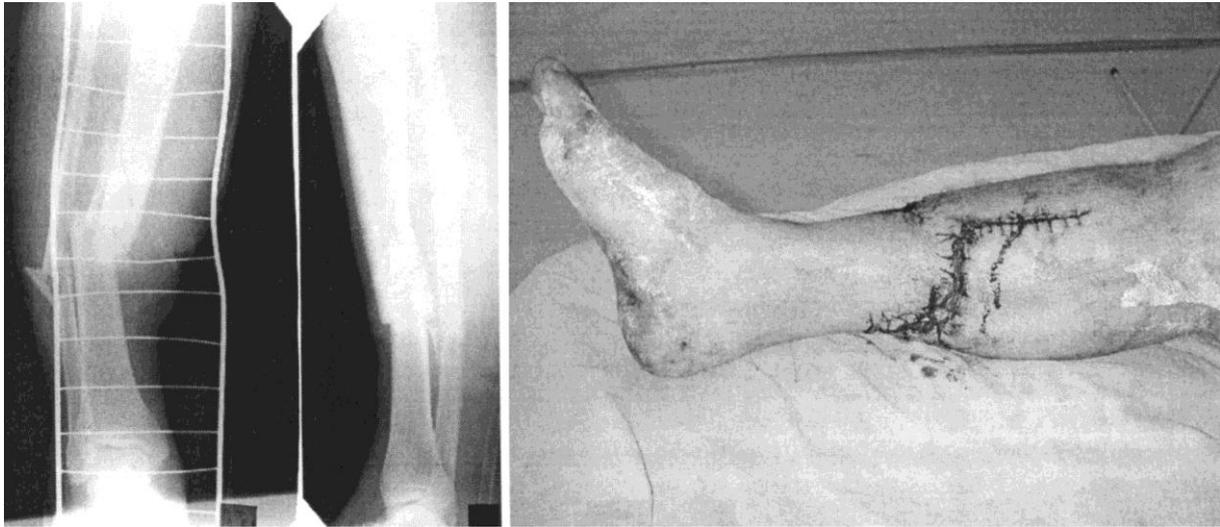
Рентгенограммы и голень больного Ч. при поступлении
